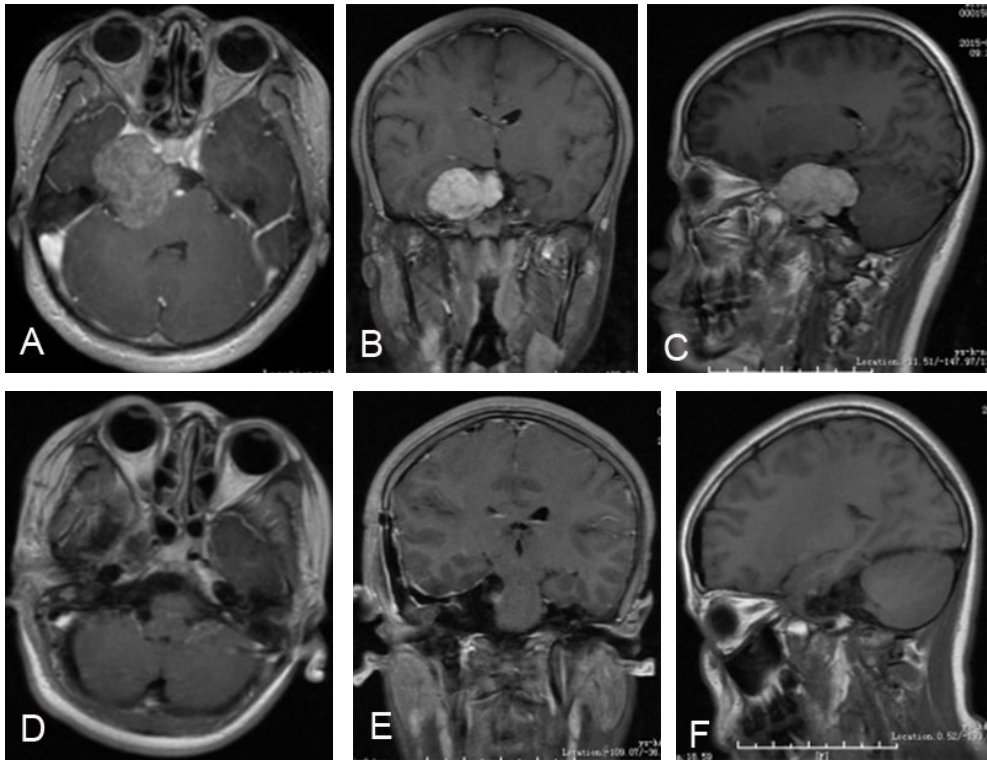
右侧岩斜区巨大脑膜瘤颞下经天幕入路手术前后 MRI
